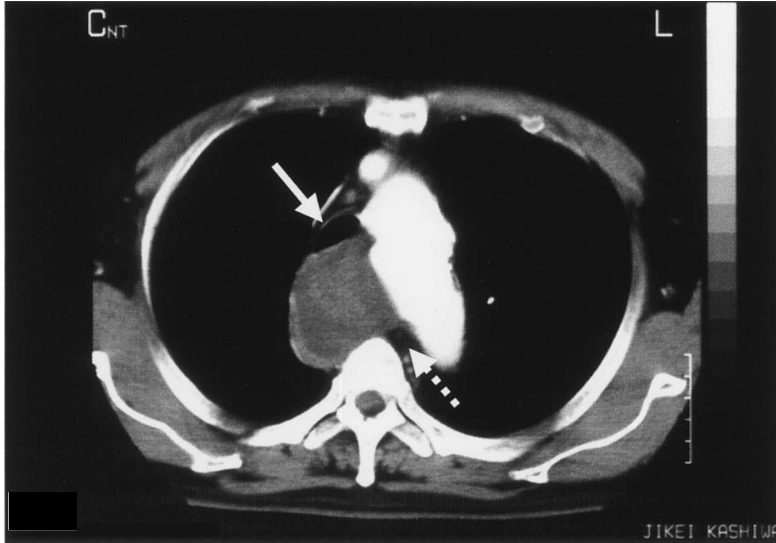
Chest computed tomography showing the solid mass (maximum; 6 cm) which is located between trachea (an actual line arrow) and esophagus (a dotted line arrow), contacted to the aortic arch widely.
